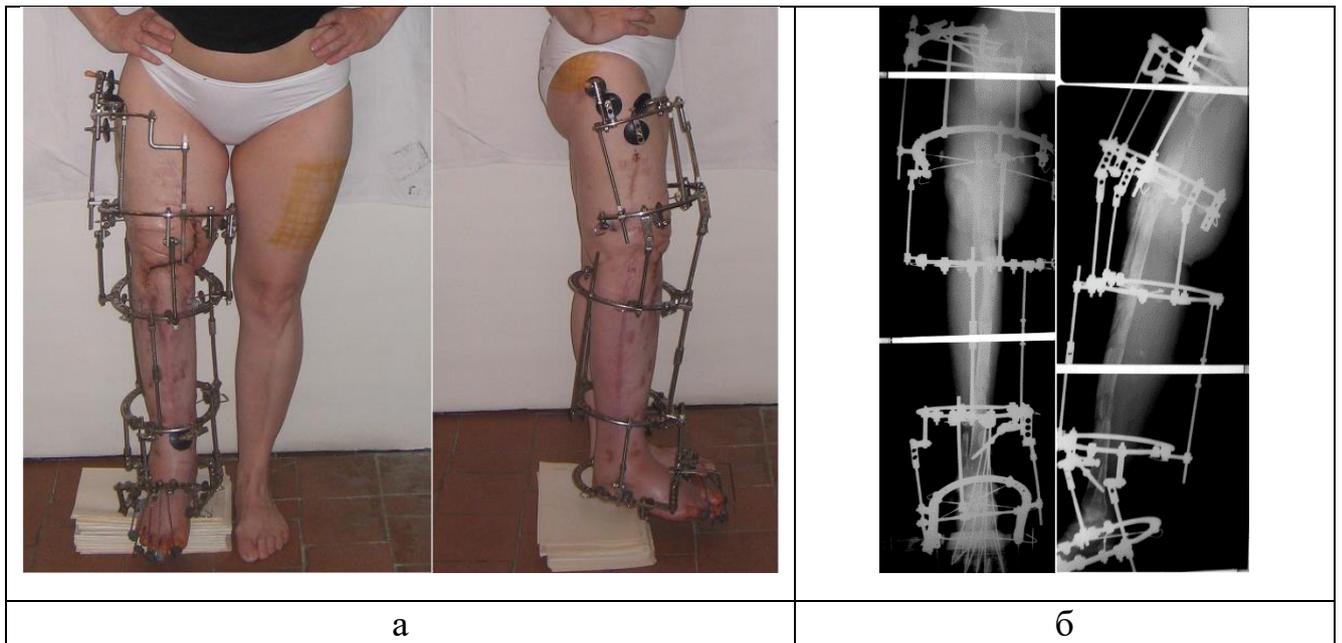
Фотографии (а) и рентгенограммы (б) пациентки после удлинение ахиллова сухожилия и наложение шарнирного чрескостного модуля с целью устранения эквинусной установки стопы.
